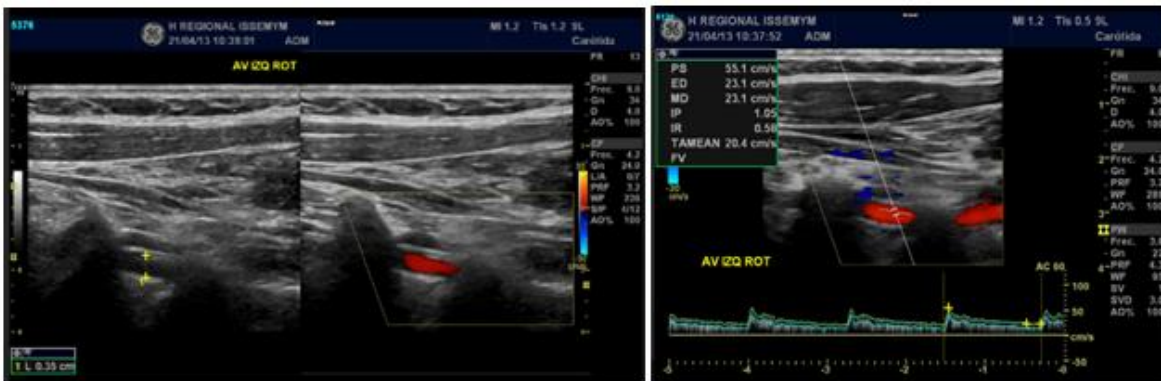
Muestra doppler color y espectral de la AV izquierda en rotación cervical.
